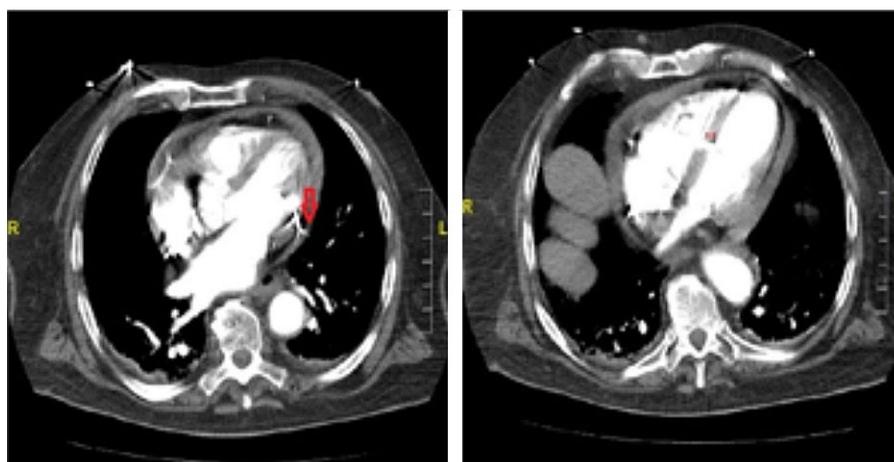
Tomografía computarizada de tórax. Perforación del tabique interventricular y la pared lateral del ventrículo izquierdo.
